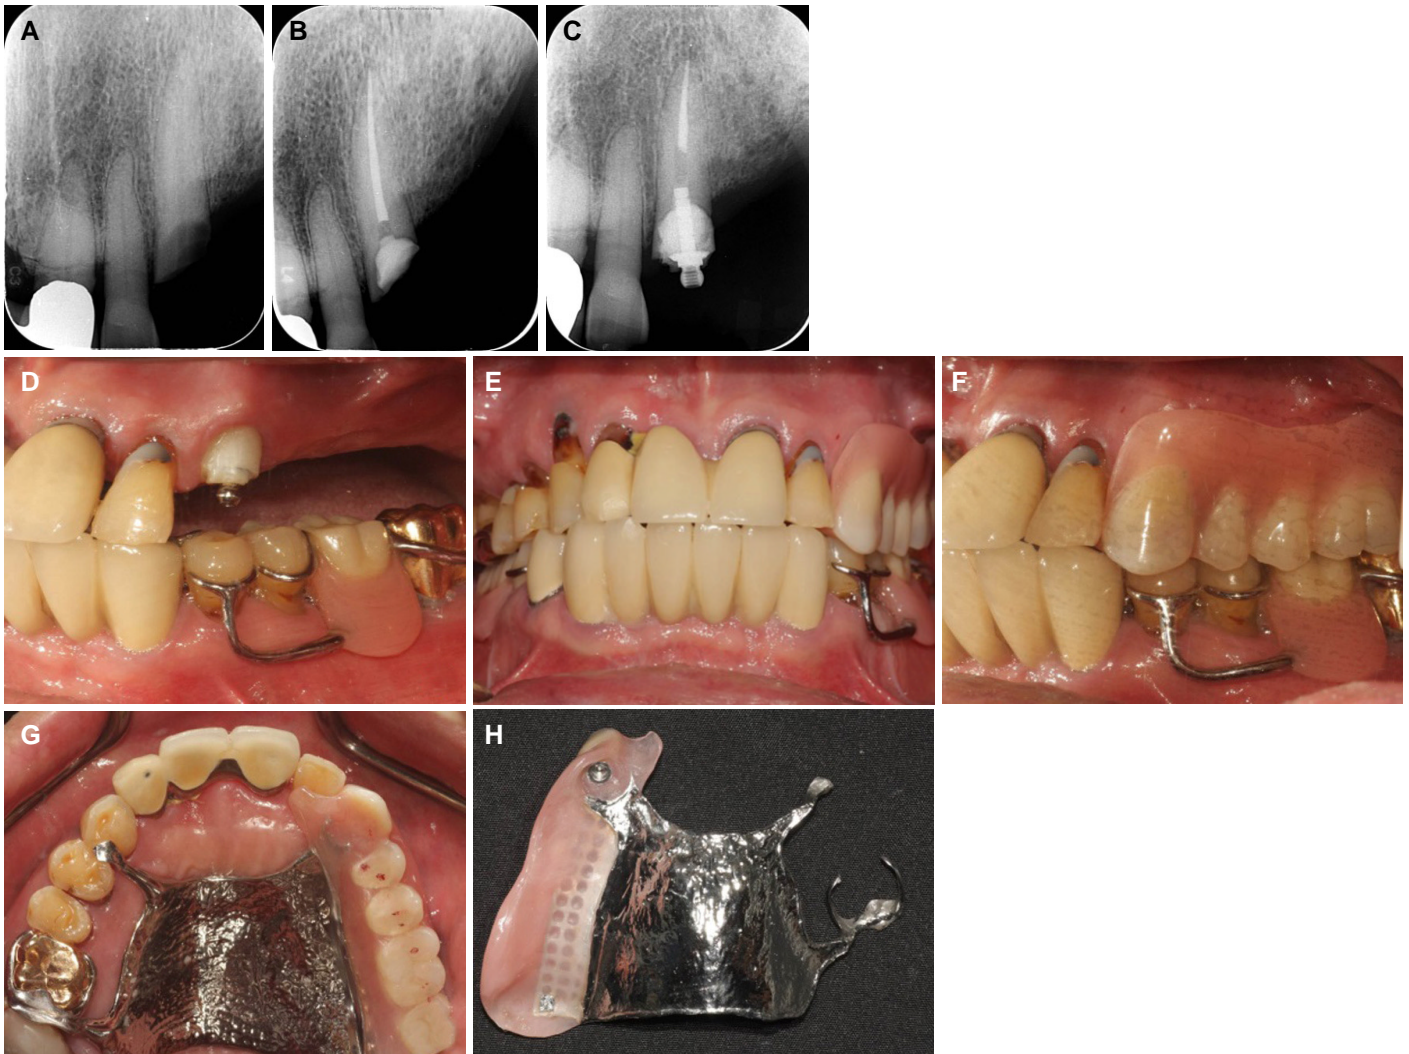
Case 3. (A) Pre-operative periapical radiograph, (B) Periapical radiograph after endodontic treatment, (C) Post-operative periapical radiograph, (D) Left buccal view after the engagement of AGA, (E) Frontal view after the placement of repaired prosthesis, (F) Left buccal view after the placement of repaired prosthesis, (G) Maxillary occlusal view after the placement of repaired prosthesis, (H) Intaglio surface of repaired prosthesis.
